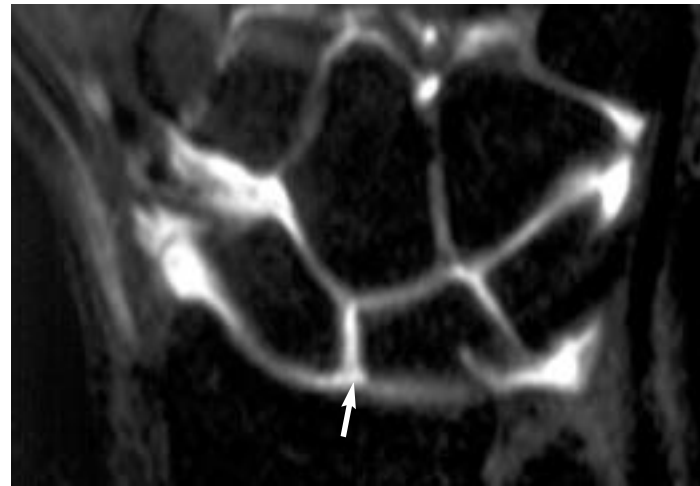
Rotura del ligamento escafo-lunar. La artro-RM muestra una solución de continuidad completa del ligamento atravesada por el contraste que alcanza la articulación mediocarpiana. Coronal T1 SE con supresión de la grasa (500/20) e inyección de gadolinio diluido intraarticular.
